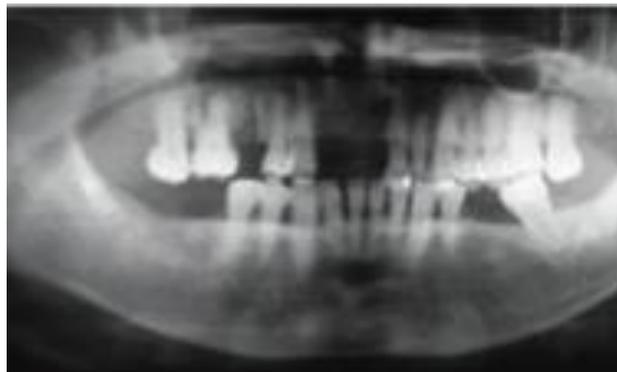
Radiografía panorámica de paciente bajo tratamiento de alendronato por osteoporosis por 10 años.
